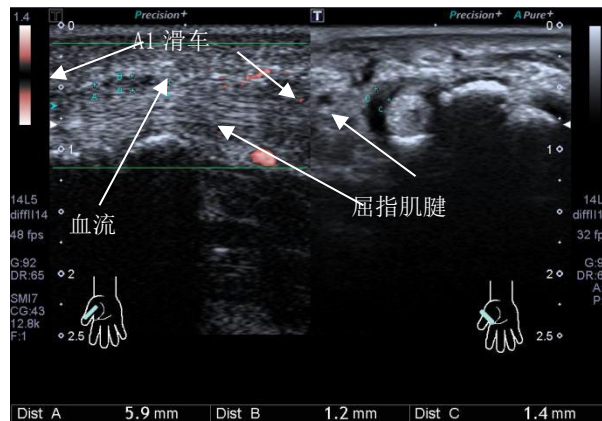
屈指肌腱腱鞘炎中期的超声表现。肌腱增粗，A1 滑轮增厚为 1.2mm，鞘管内狭窄明显，有血流
